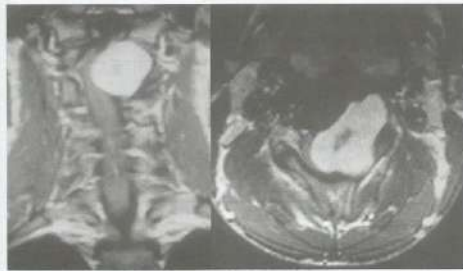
RM da coluna cervical com schwannoma alargando o forame neural esquerdo e rechaçando a medula.
